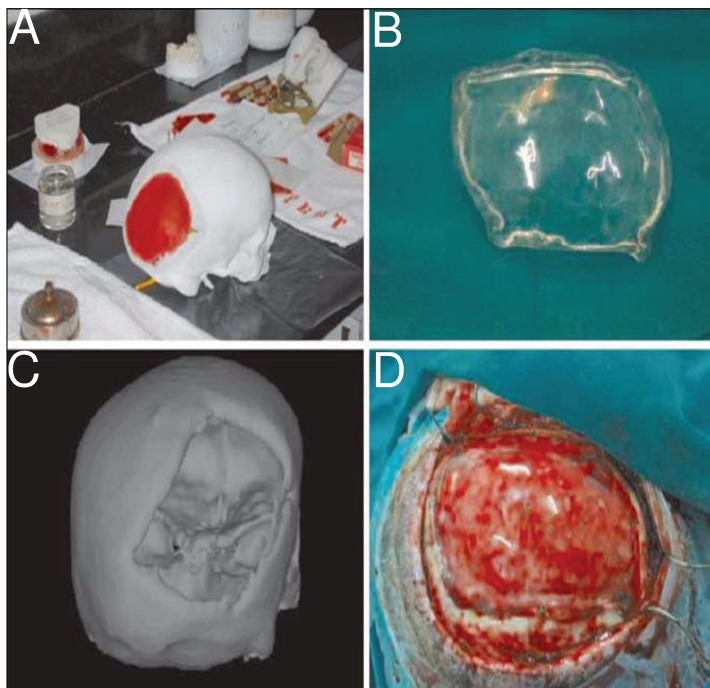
(A) Crânio prototipado em resina com molde da prótese pré-confeccionada; (B) prótese de biopolímero; (C) tomografia helicoidal - reconstrução tridimensional; (D) prótese fixada à falha óssea no intra-operatório, recobrimdo o leito receptor (YACUBIAN-FERNANDES *et al.*, 2004).
